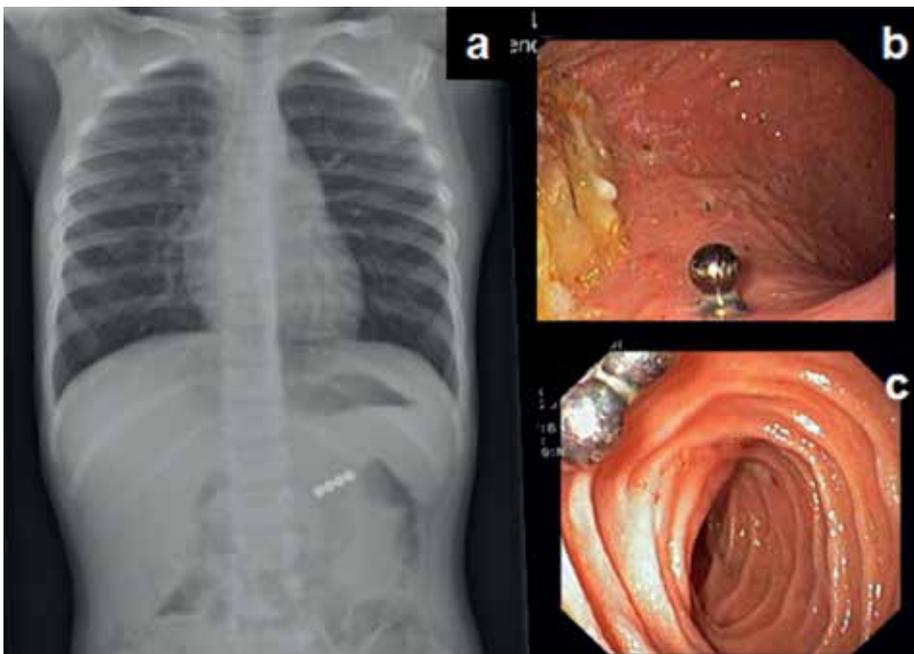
sur la radiographie, l'on voit, dans l'hypochondre gauche une chaîne formée de 4 aimants Neodymium. (a).
